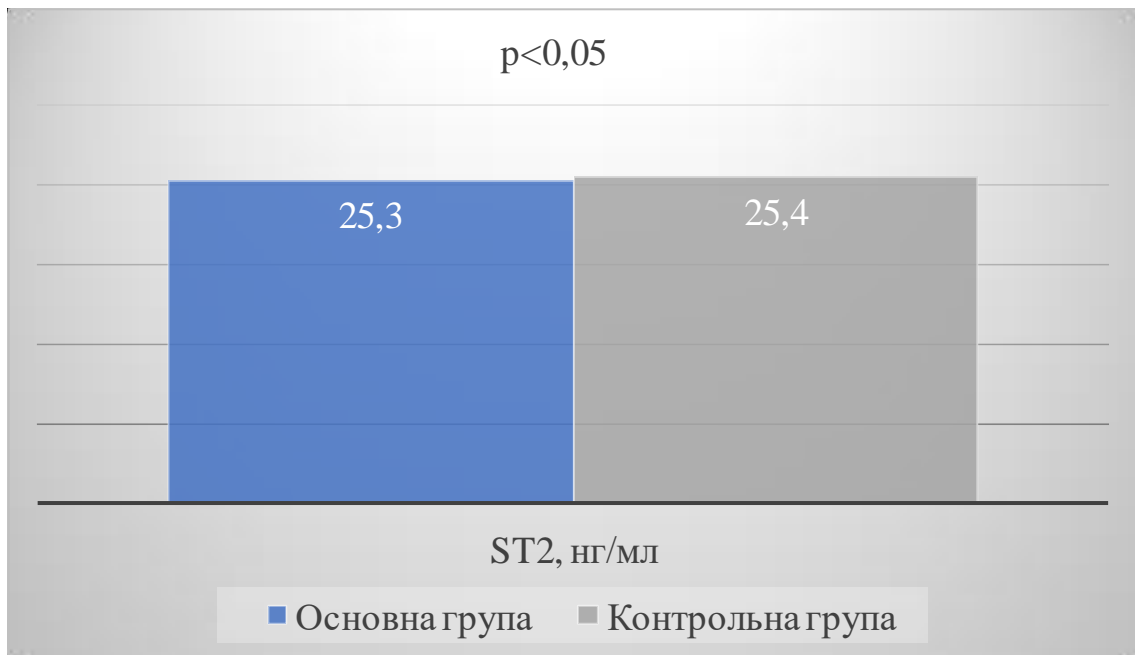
Плазмова концентрація розчинного ST2 (нг/мл) у пацієток з ГХ та практично здорових жінок в стані постменопаузи
